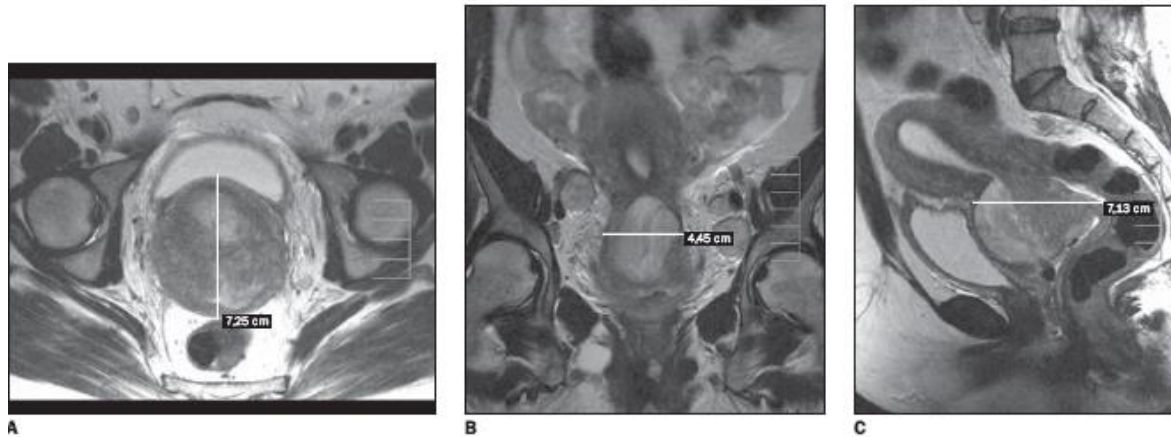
A: Axial T2-weighted TSE sequence, tumor completely replacing the cervical stroma in its largest anteroposterior diameter. B: Coronal T2-weighted TSE sequence of the same patient showing the largest latero-lateral diameter of the tumor. Note the bilateral adenomegalies. C: Sagittal T2-weighted TSE sequence, largest craniocaudal diameter of the tumor. Preserved signal of the bladder mucosa.
